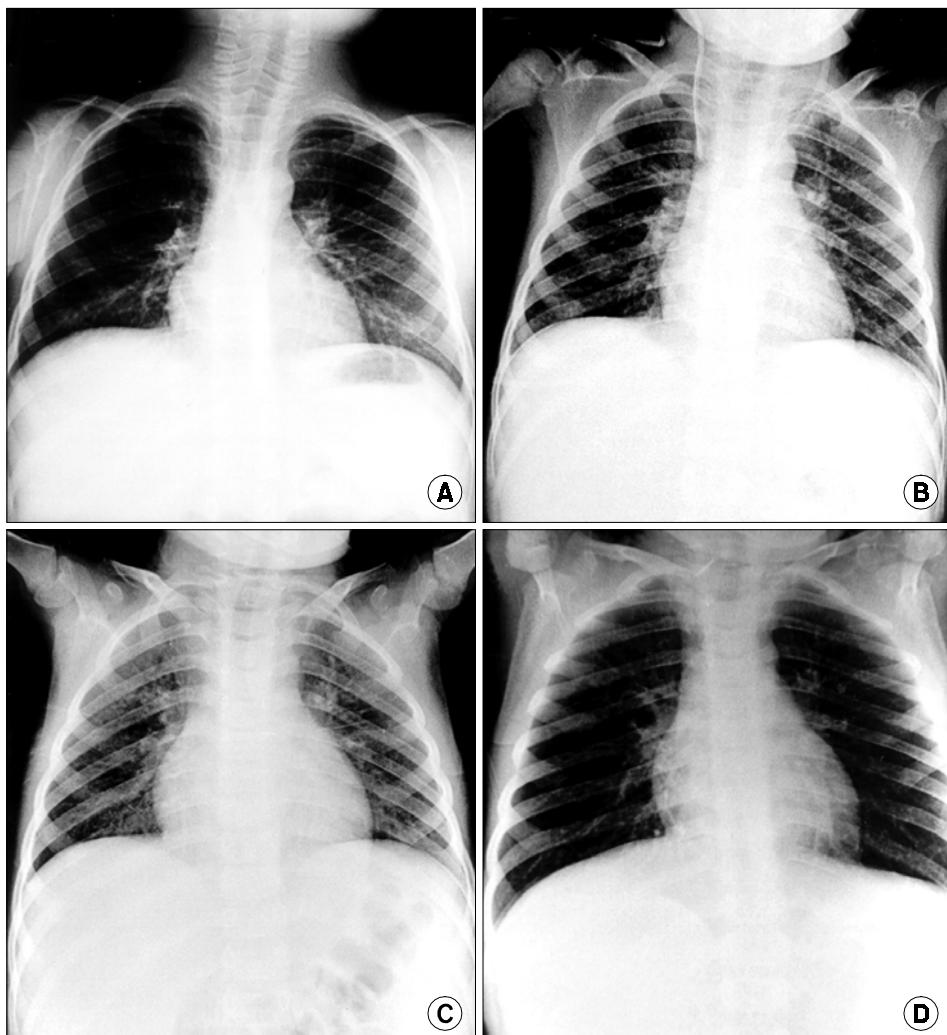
Chest X-ray presenting interstitial pneumonia. (A) is a initial normal chest X-ray, (B) show the both parahilar infiltration (D+20), (C) demonstrate diffuse interstitial pneumonia (D+29), (D) show some-what improvement after roxithromycin therapy (D+38).
